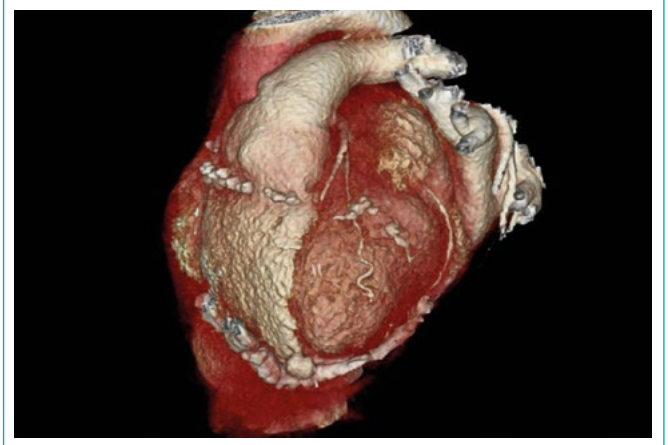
En esta reconstrucción tridimensional realizada con Cardio TC se aprecia la relación espacial que existe entre el pericardio calcificado y las cámaras cardíacas, con una mayor afectación del ventrículo derecho y el ápex
